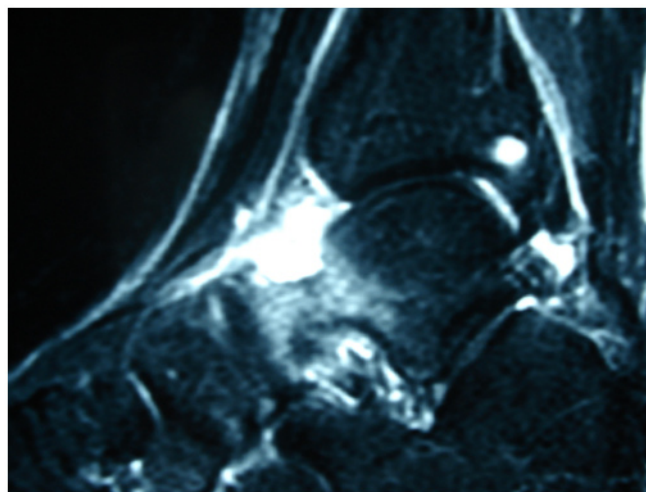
Caso 2: Imagem de ressonância magnética (RM)
